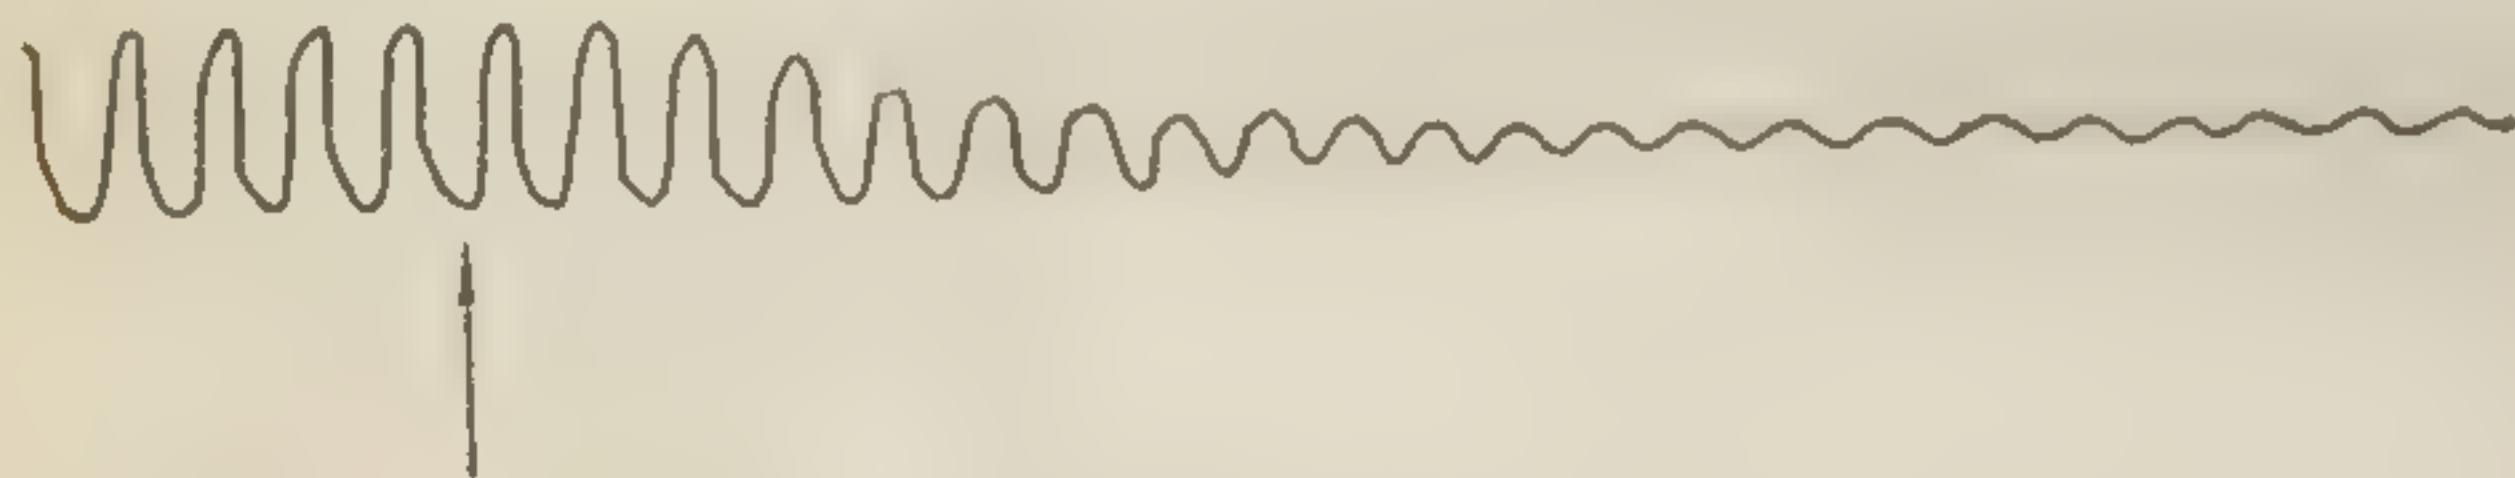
Тормозящее влияние «гипоксемической» сыворотки на сокращения сердца при его перфузии. Стрелка показывает момент перфузии сыворотки
